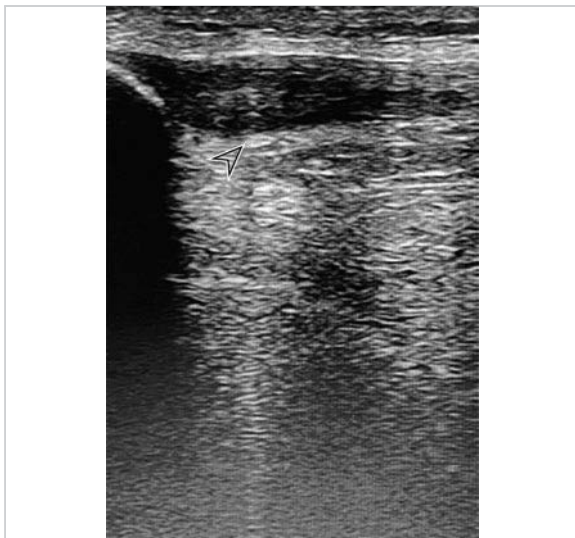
Sonografie Longitudinalschnitt: Jumper's Knee Stadium 1–2. Beginnende strukturelle Veränderung der proximalen Patellarsehne (Pfeil).
